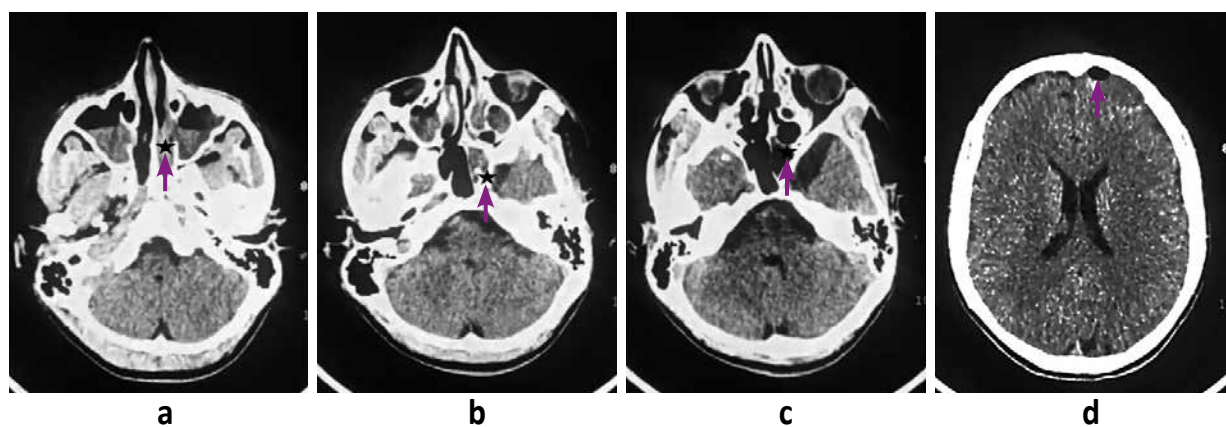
a,b,c. Tomografía helicoidal multicorte (TEM) ventana cerebral se evidencia fractura a de región etmoidal izquierda (★). d. Se evidencia imagen isodensa con halo hiperdenso asociado a neumoencefalo (★) en región frontal izquierda.
